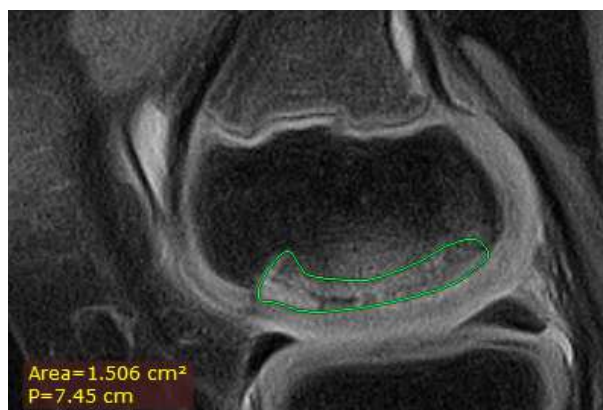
Рисунок №75. МРТ коленного сустава пациентки И., 9 лет, в сагиттальной проекции, T2 FatSat режим.
